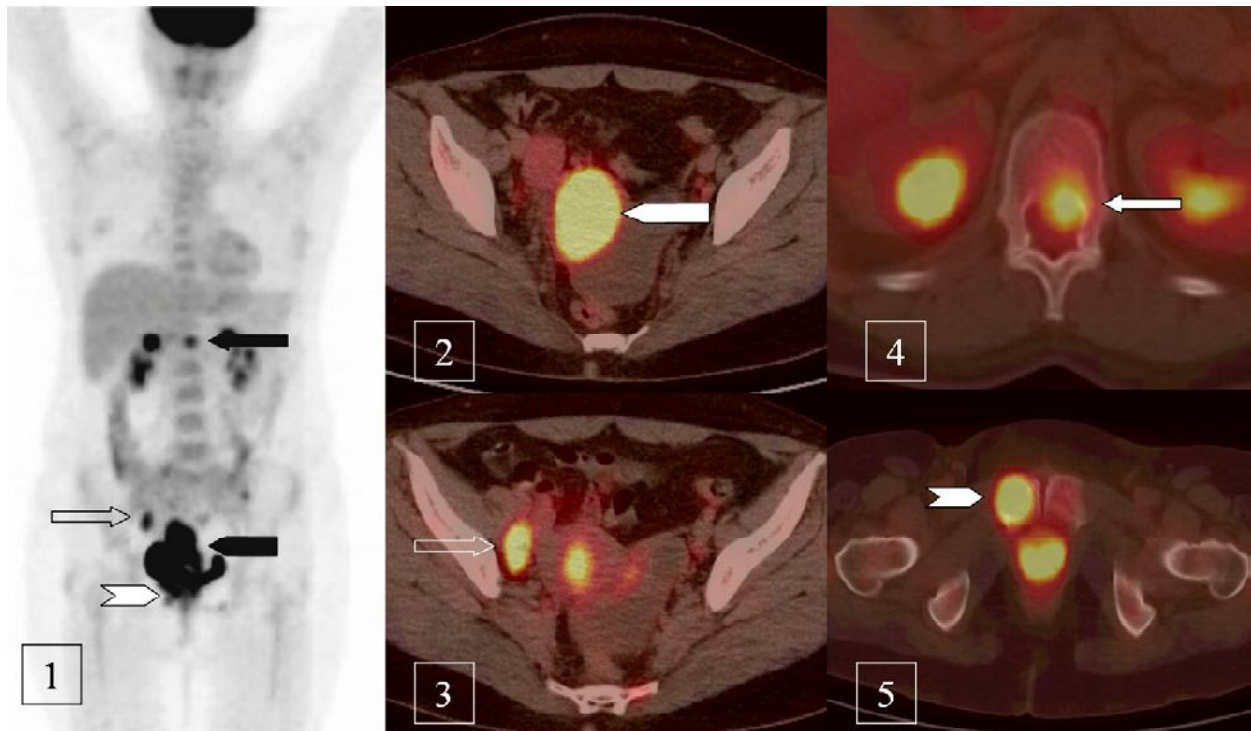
TEP-TDM au 18F-FDG : images MIP (1) et fusion TEP-TDM (2,3,4,5) dans le plan transverse. Foyers hyperfixants pathologiques du col utérin correspondant a la lésion primitive(2), iliaque externe droit correspondant a une adenopathie maligne (3), du corps vertébral de L1 (4) et de la partie droite du pubis (5) correspondant a des métastases osseuses.
